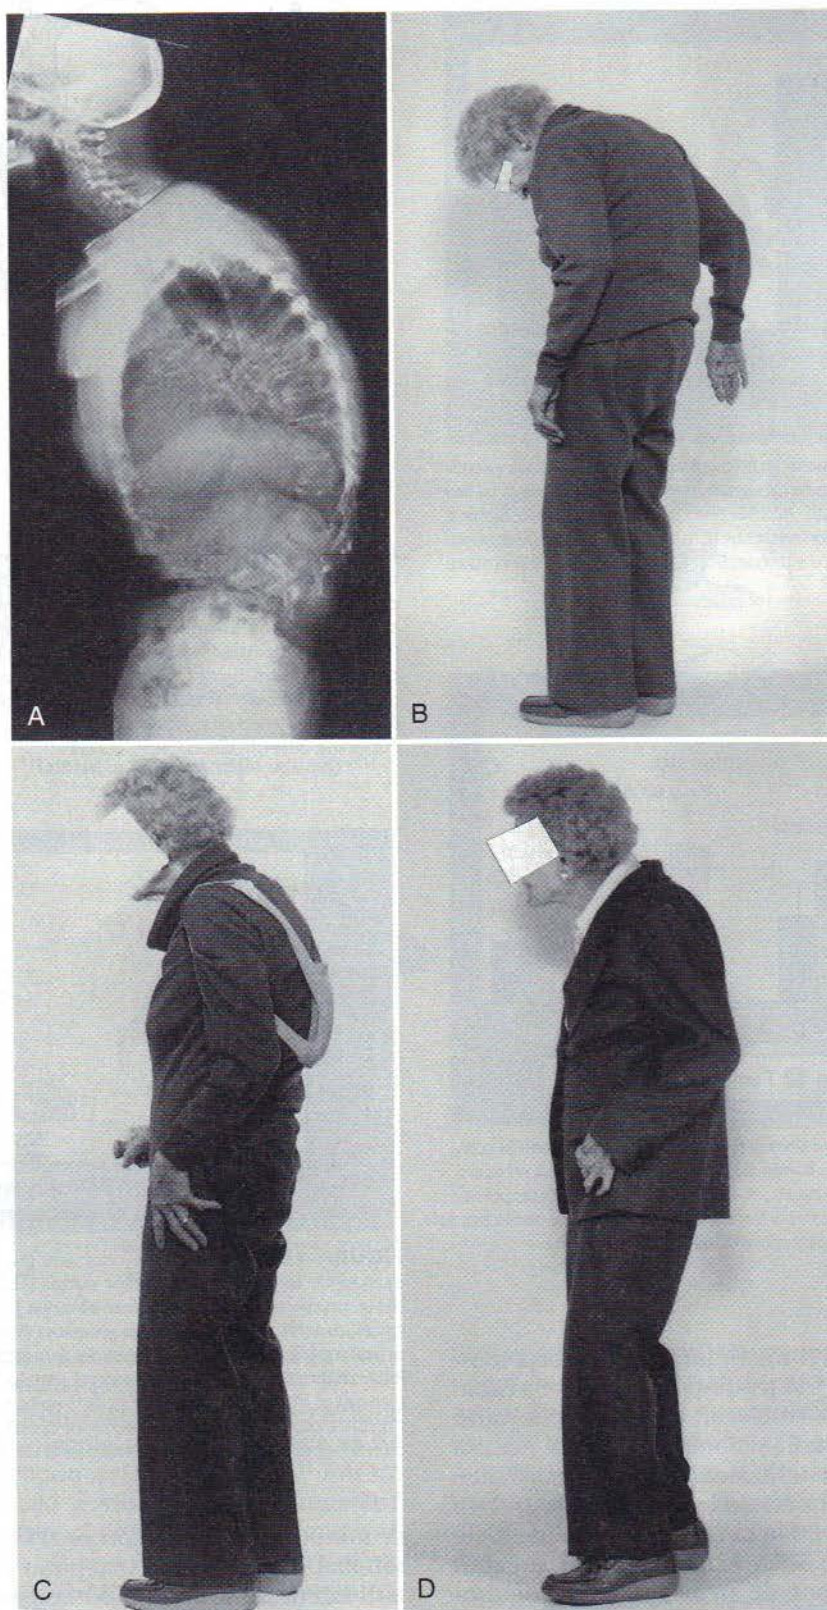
O femeie de 86 de ani cu osteoporoză. A, Radiografia coloanei indică modificări osteoporotice și posturale. B, Postură cifotică severă, care îngreunează mersul. C, Aceeași femeie purtând o orteză pentru cifoză, cu echilibrarea centrului de greutate. D, Corectarea posturală a aceleiași femei, la vârsta de 92 de ani, după purtarea experimentală, timp de 6 luni, a ortezei pentru cifoză, cu echilibrarea centrului de greutate și efectuarea programului de antrenare a posturii; pacienta nu poartă orteza pentru cifoză. [A și D modificate din Sinaki, M.: Musculoskeletal challenges of osteoporosis (Problemele musculo-scheletice ale osteoporozei), *Cercetarea clinică și experimentală a îmbătrânirii* 10:249-262, 1998, utilizate cu permisiune; B și C modificate din Sinaki, M.: Rehabilitation of osteoporotic fractures of the spine (Reabilitarea fracturilor osteoporotice ale coloanei vertebrale), *Medicină fizică și reabilitare* 9:105-123, 1995, utilizate cu permisiune.]
